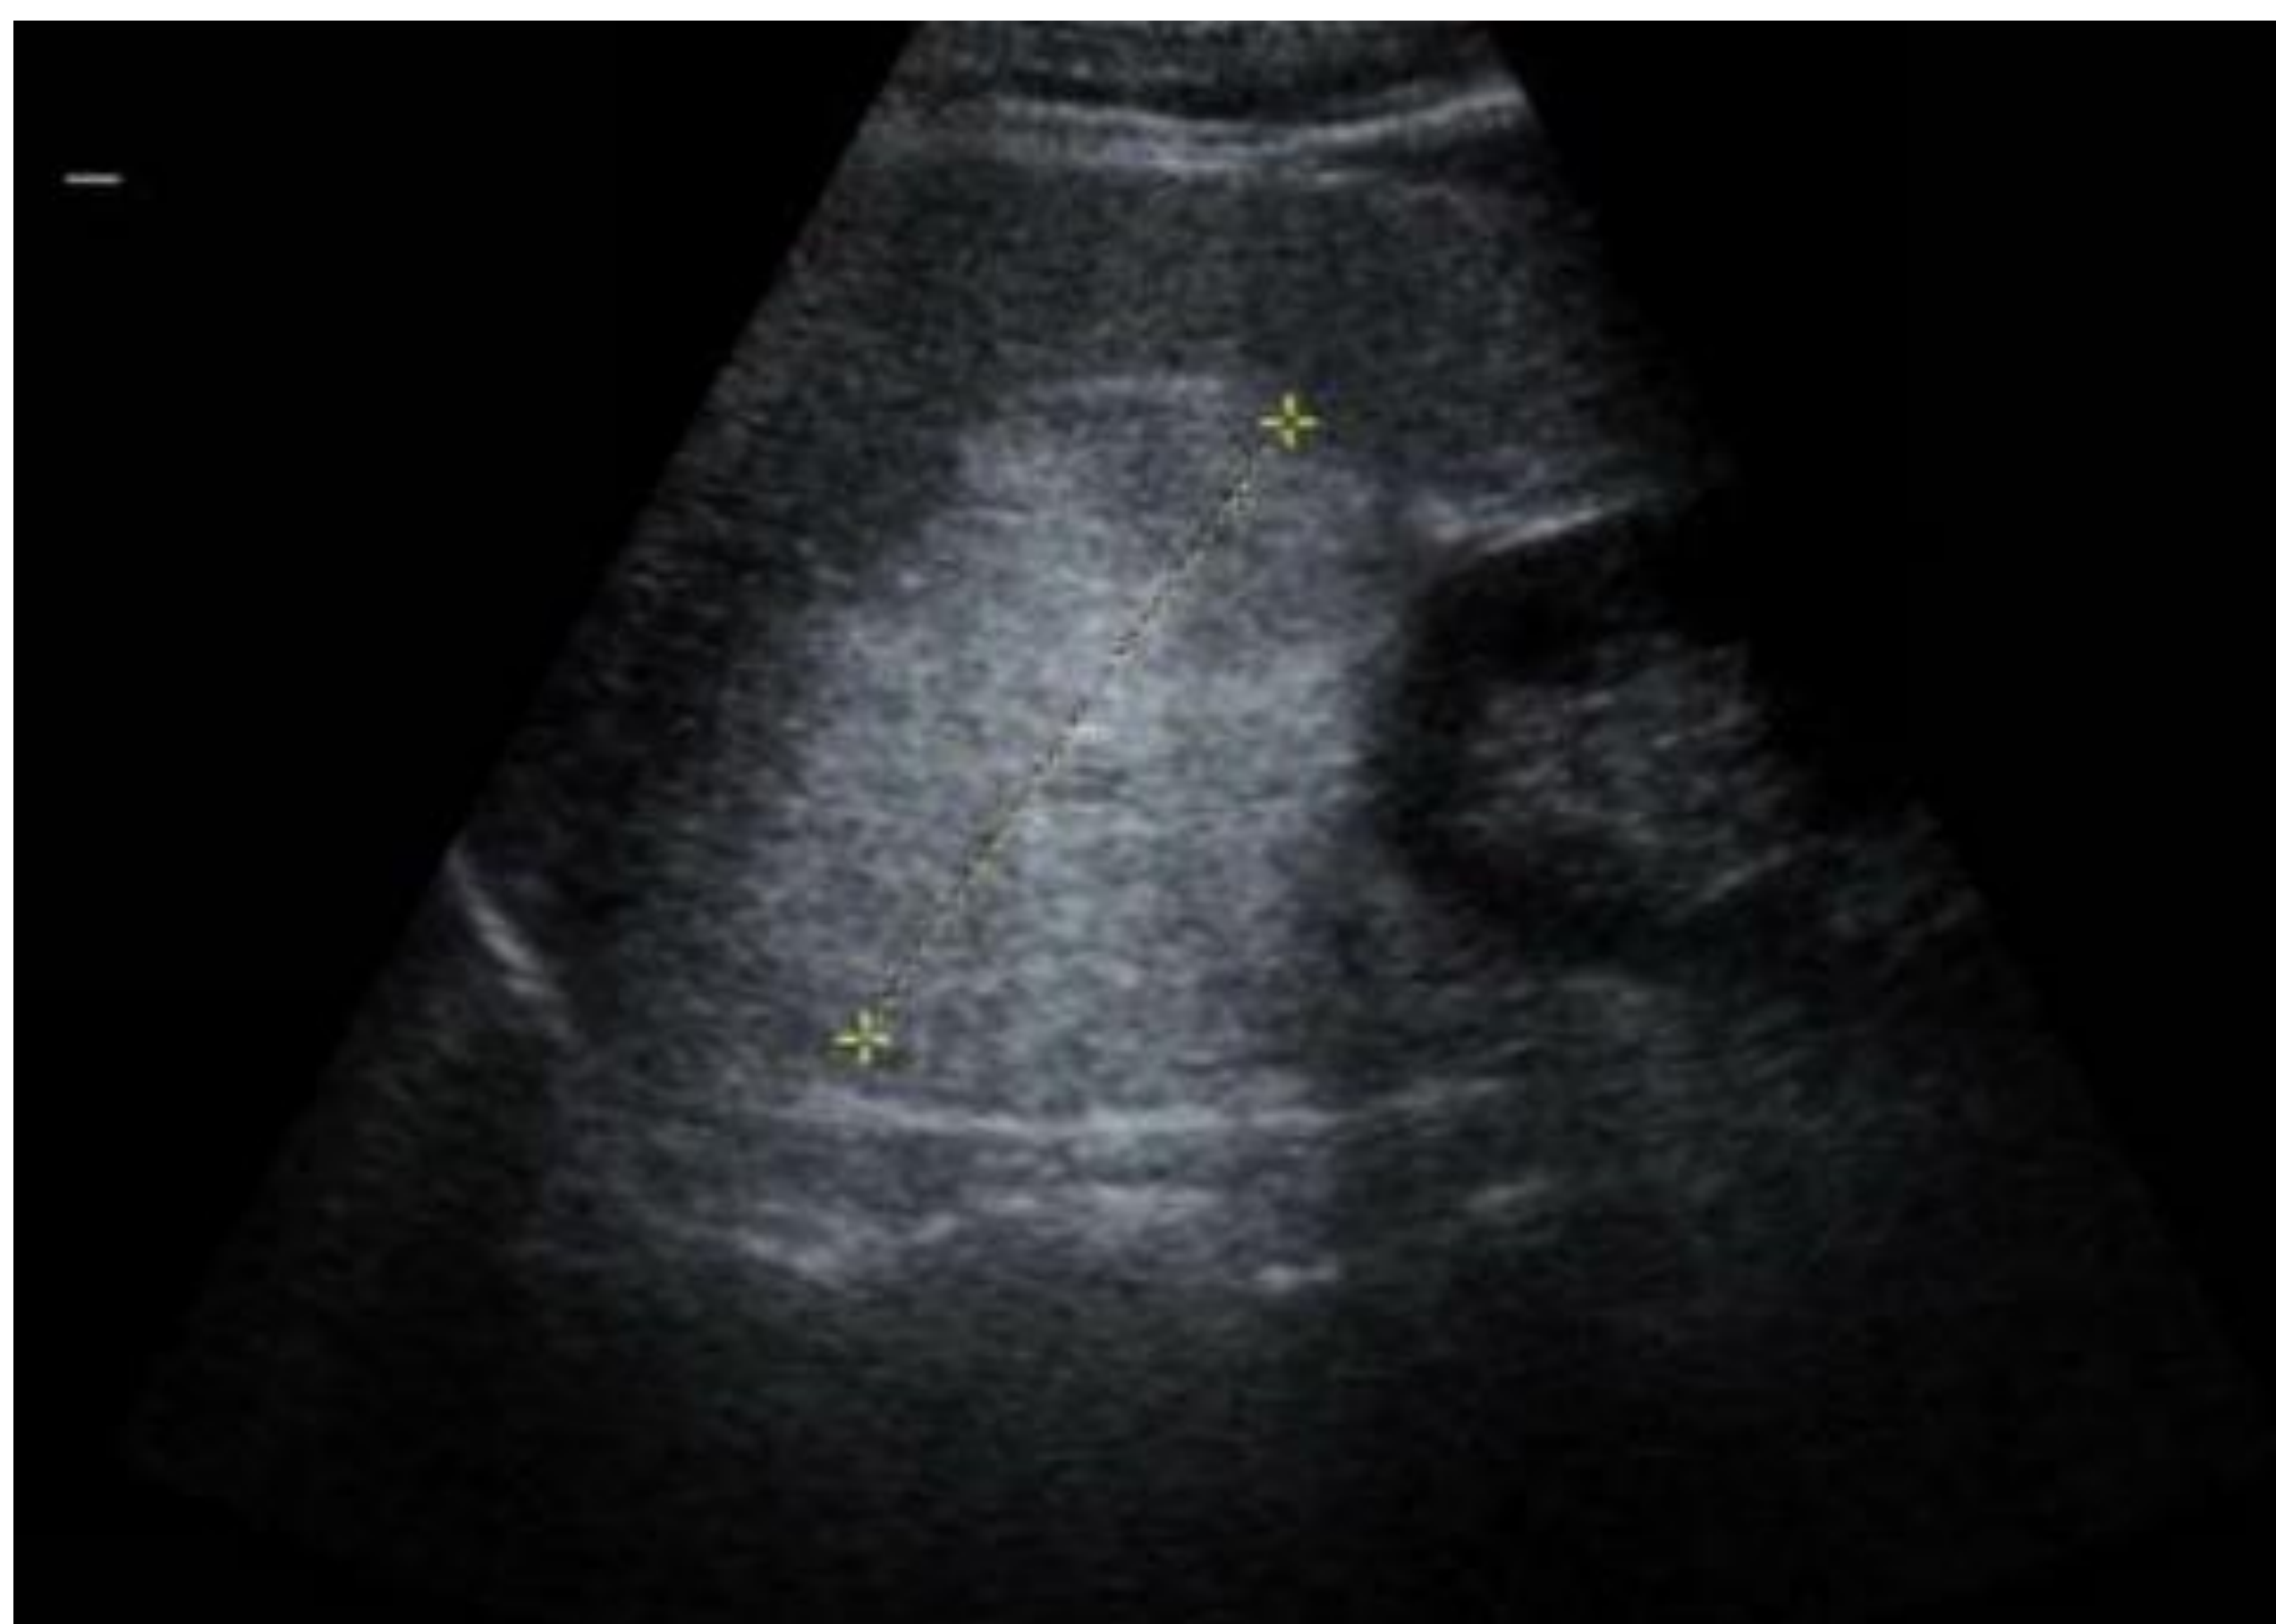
Imagen de ecografía. Mielolipoma craneal al riñón derecho homogéneo e hiperecogénico.
